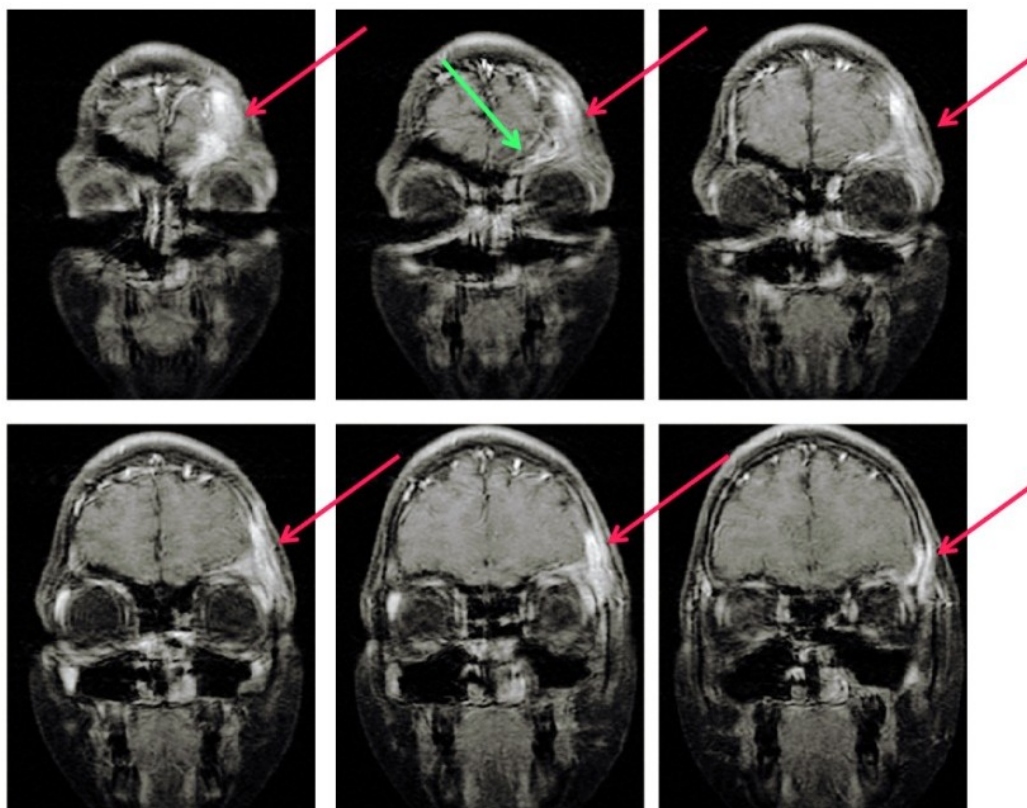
RMN cranio e orbite: T1 coronale con contrasto Captazione del contrasto da parte del tessuto infiammato
